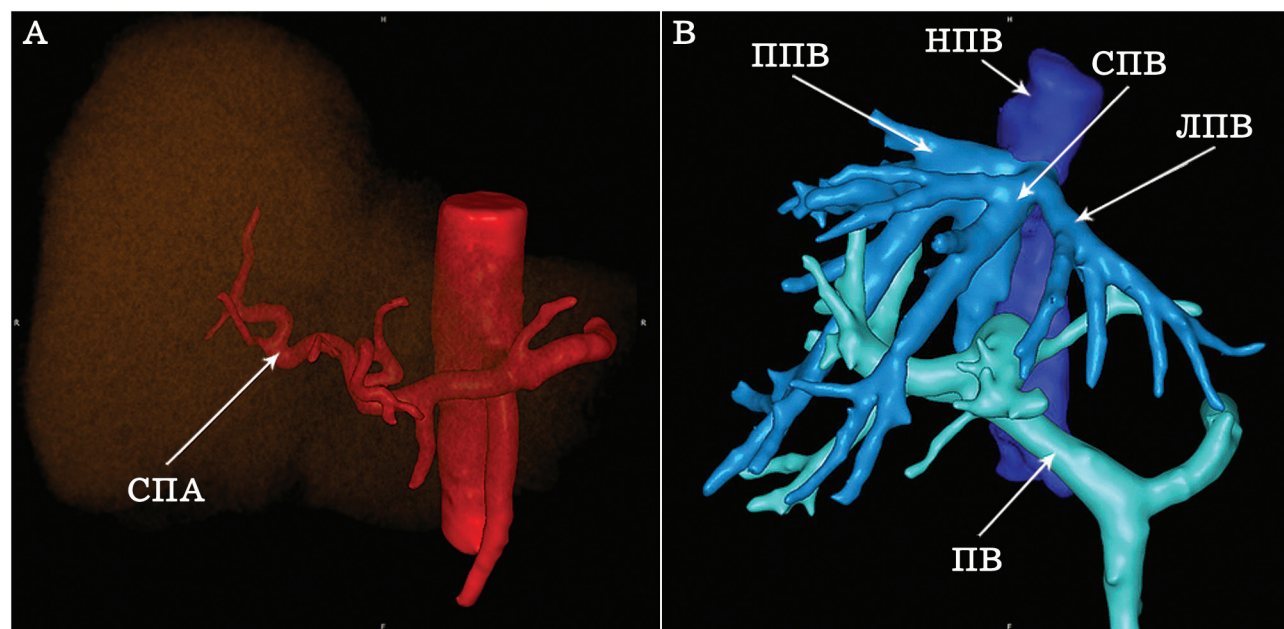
Компьютерная томограмма печени на 8-е сутки после трансплантации печени, 3D-реконструкция. СПА – собственная печеночная артерия. ЛПВ – левая печеночная вена, СПВ – средняя печеночная вена, ППВ – правая печеночная вена. ППВ, ПВ, ЛПВ, СПВ, ППВ – проходимы
